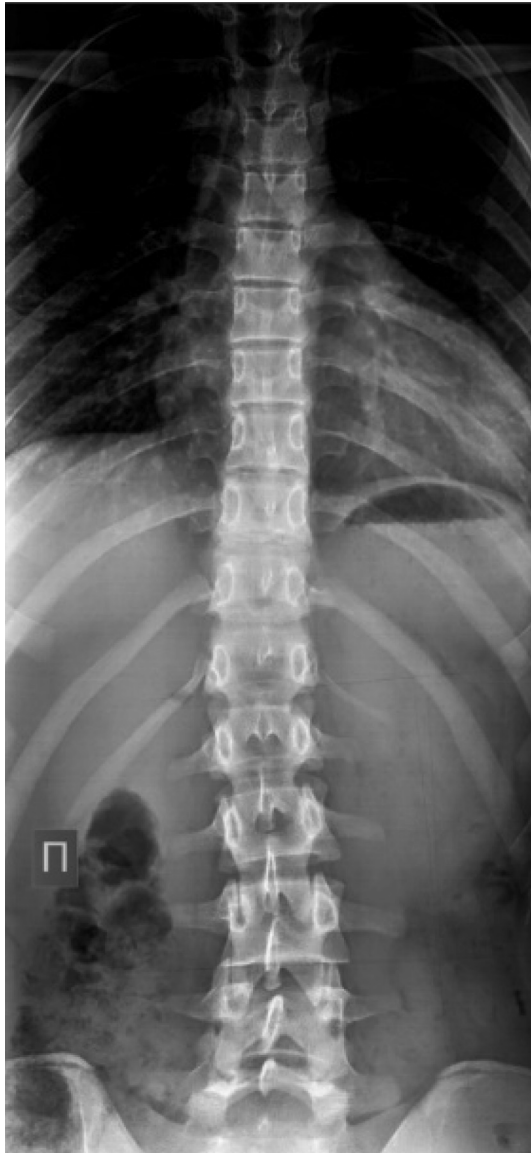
Больная С., 17 лет. Рентгенография позвоночника.
